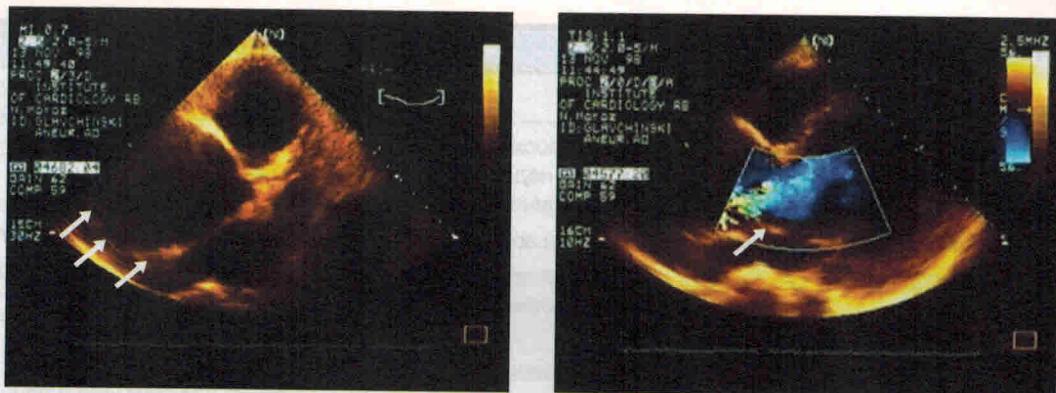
Эхокардиография (стрелками указаны аневризма аорты и поток регургитации на аортальном клапане).
